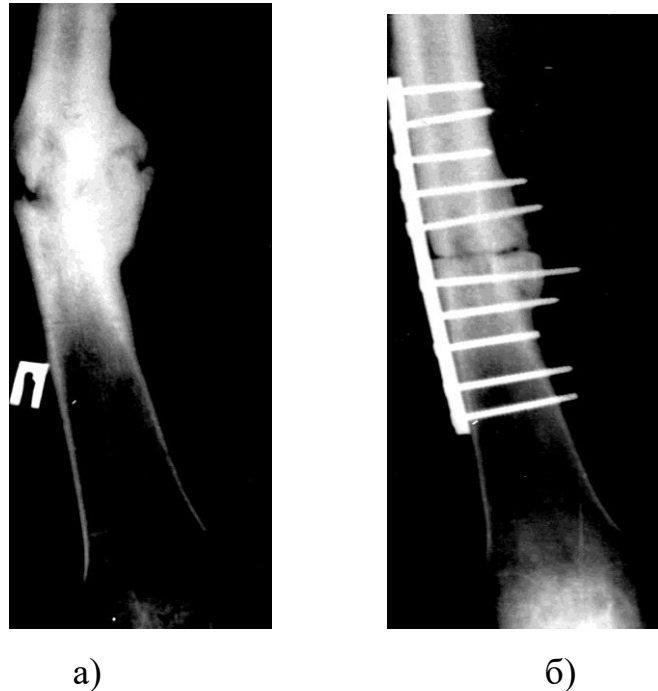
а) Рентгенограма хворого з хибним суглобом дистального метафізу великогомілкової кістки (пряма проекція);
